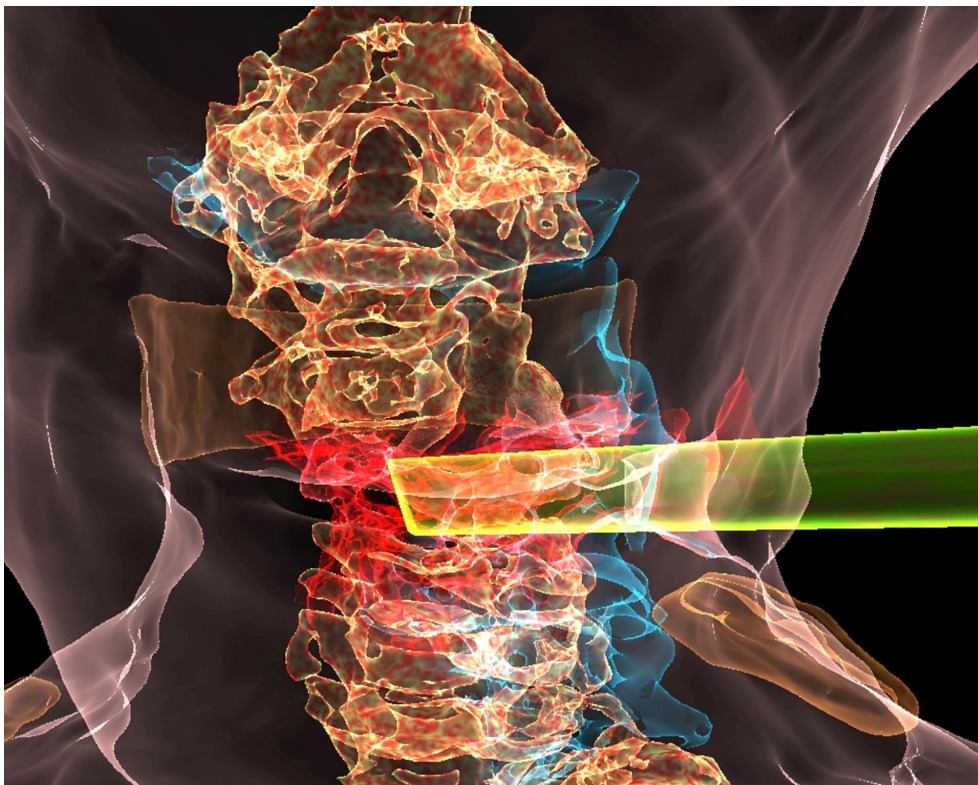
Vista frontal de TC en 3D que muestra la trayectoria propuesta del objeto penetrante (en verde), el tracto de tejido (en rojo), el hematoma asociado (en azul) y la columna cervical (en naranja).
